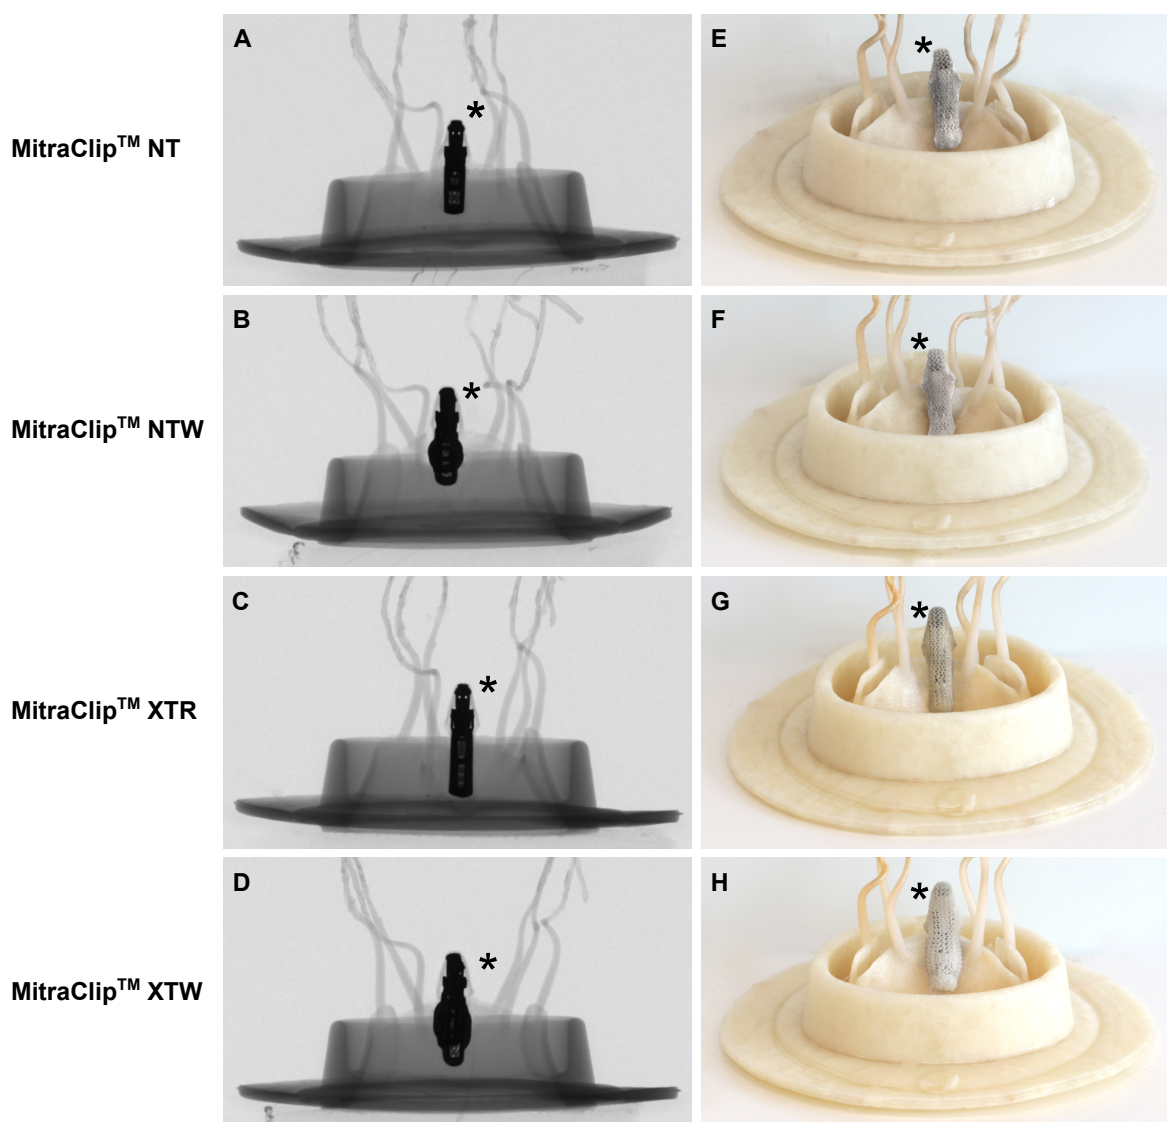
Implantierte Clipimplantate im *in vitro* MK-Modell (LifeLike BioTissue Inc., CAN); Darstellung als Röntgenprojektion von der posterioren (A-D) und als Makroaufnahme von der anterioren Seite (E-H). Die Clipimplantate sind jeweils mit einem * Symbol gekennzeichnet.
